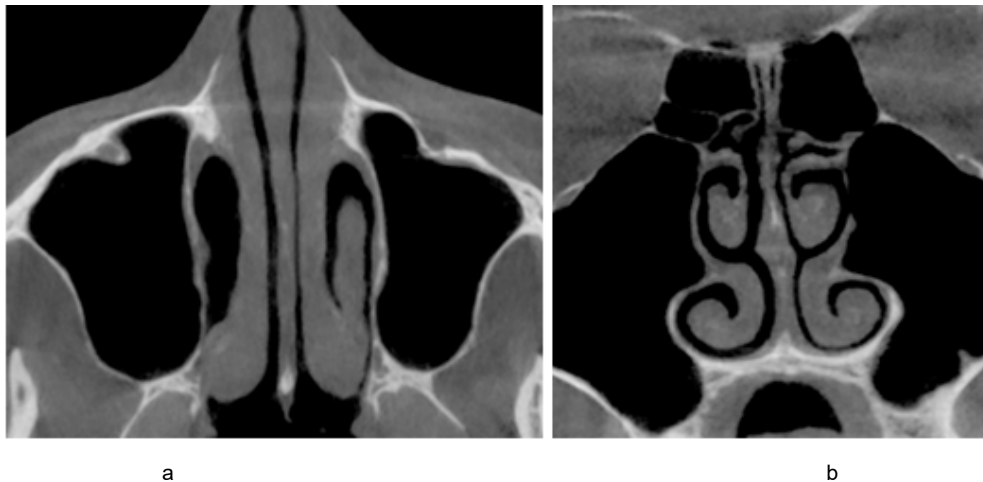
Приклад аксіального та фронтального типових томографічних зрізів для першої групи пацієнтів:
